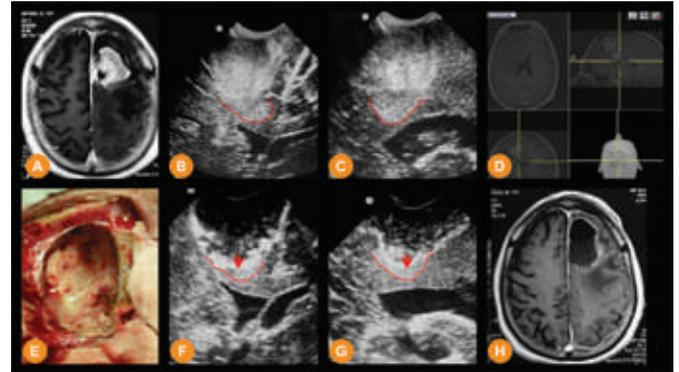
A. Preop axial T1-Gadolinium (GAD) MRI showing a left frontal intra-axial tumor. B and C. Coronal and sagittal (respectively) intraoperative ultrasonographic images showing tumor extension and its mass effect over the left ventricle, red lines delimitate tumor borders. D. Intraoperative IGS shows the deepest seated component of the lesion. E. Resection cavity. F and G. Coronal and sagittal (respectively) intraoperative ultrasonographic images showing the resection cavity (red arrows) and tumor borders (red lines). H Postoperative Axial T1-GAD MRI showing tumor resection.
